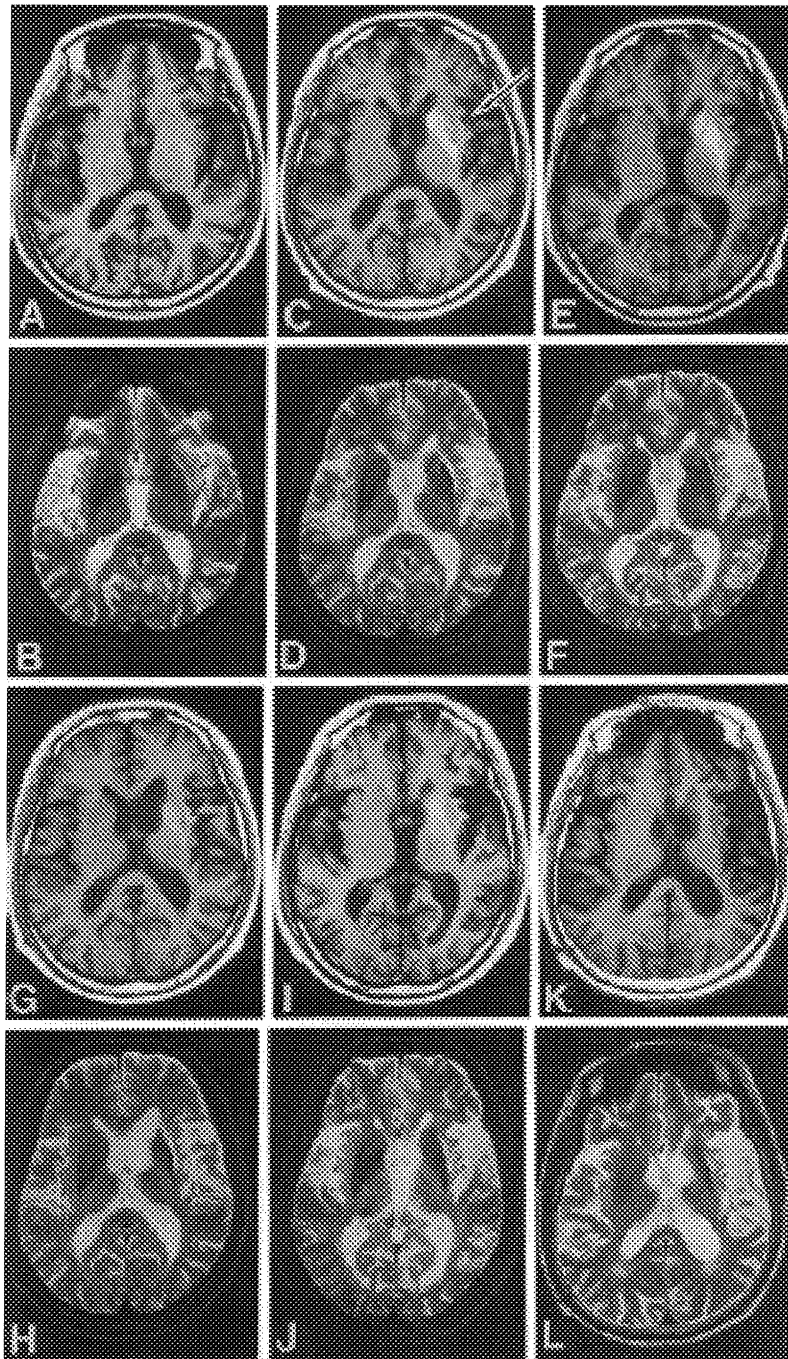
Temporal profile of delayed ischemic hyperintensity on T1-W MRI after brief hemispheric ischemia. Patient 1. Serial MRI reveal no marked change in the basal ganglia 3 days after brief hemispheric ischemia (A, B) but hyperintensity on T1WI (C, E, G, I) and relative hypointensity on T2WI (D, F, H, J, L) in the basal ganglia and cerebral cortex (C; arrow) from 7 days after the insult. The T1-hyperintensity subsided with time and disappeared 23 months after ischemia (K). (T1-/T2-WI, day 3:A/B; day 7:C/D; day 22:E/F; 3 months:G/H; 8 months:I/J; 23 months:K/L)
